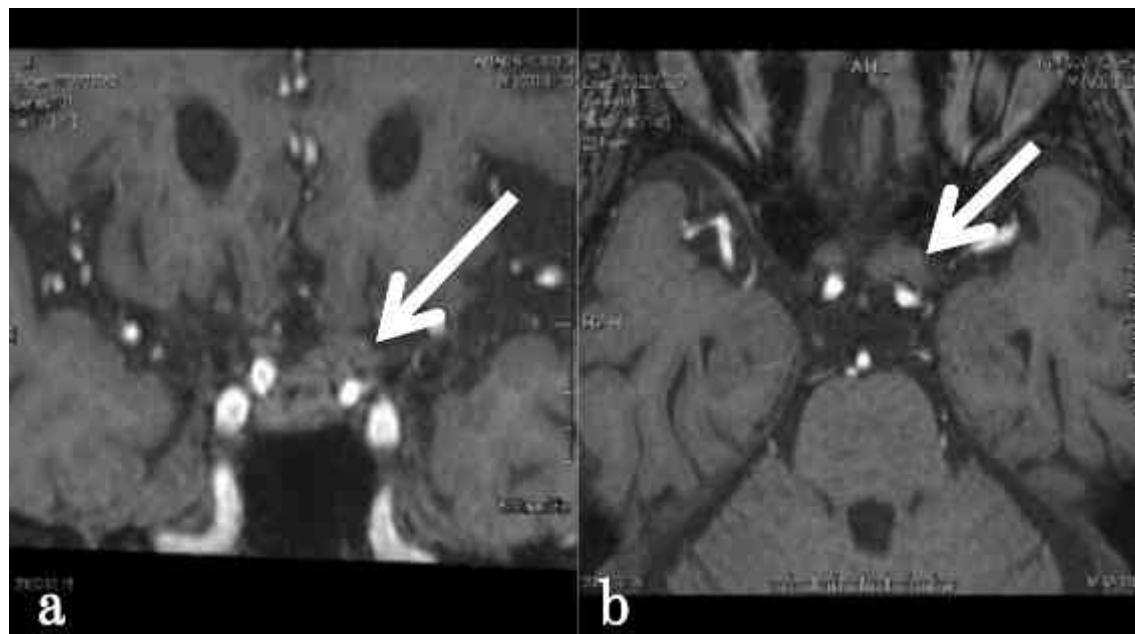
症例1の入院時頭部単純magnetic resonance imaging(MRI)T1強調画像。
